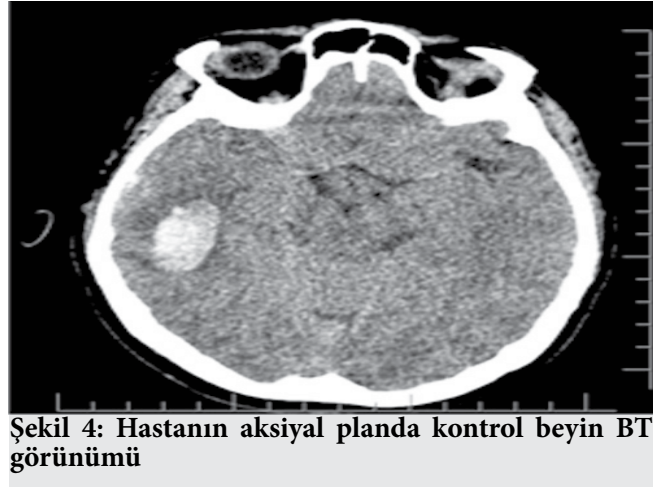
Hastanın aksiyal planda beyin BT görüntüleri
